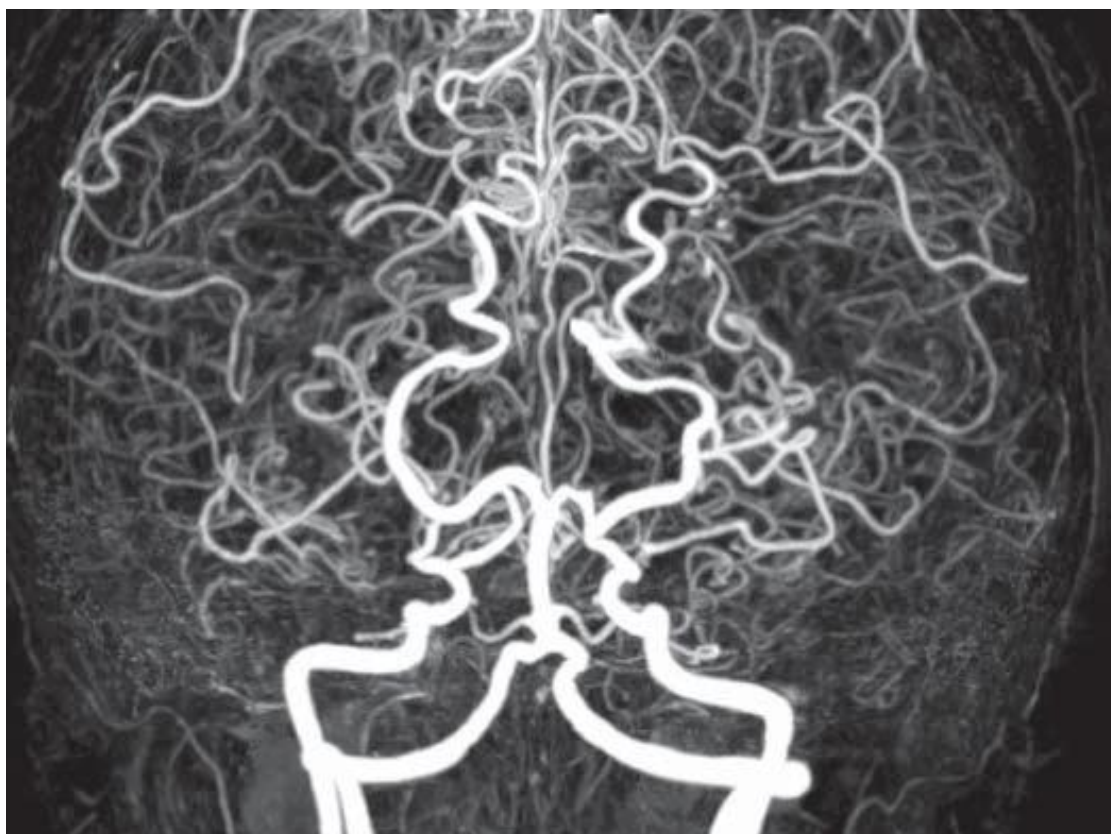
Angio-IRM du polygone de Willis en vue antérieure : occlusion terminocarotidienne bilatérale, des cérébrales antérieures et des sylviennes. Importante dilatation des vertébrales, du tronc basilaire et des cérébrales postérieures avec importantes suppléances artérielles corticales permettant la reprise de la circulation antérieure des deux côtés [57].
